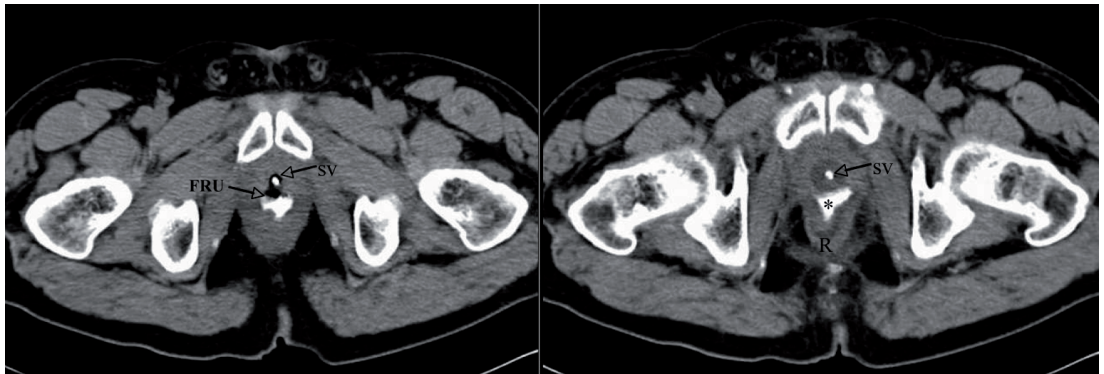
Tomografía computerizada en un paciente con FRU tras prostatectomía radical y radioterapia externa postoperatoria. En la imagen, puede apreciarse la comunicación (FRU) entre el recto (R) y la uretra donde se localiza la sonda vesical (SV), así como la extravasación de contraste (asterisco) en un corte de localización más craneal.
